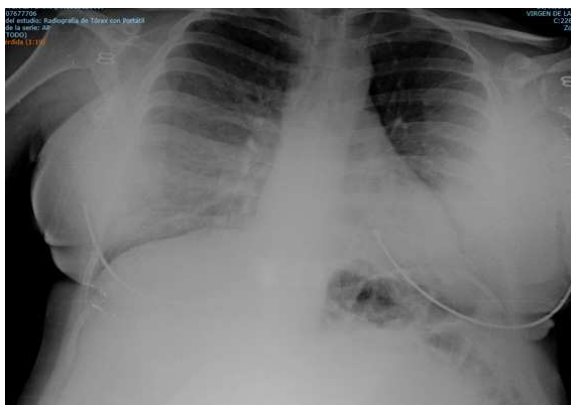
Radiografía de Tórax al ingreso: aumento de densidad difuso e infiltrado intersticial en campo inferior y medio derecho.
